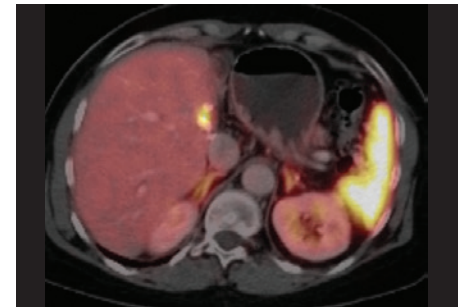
Metastasen-Rest in PET/CT
